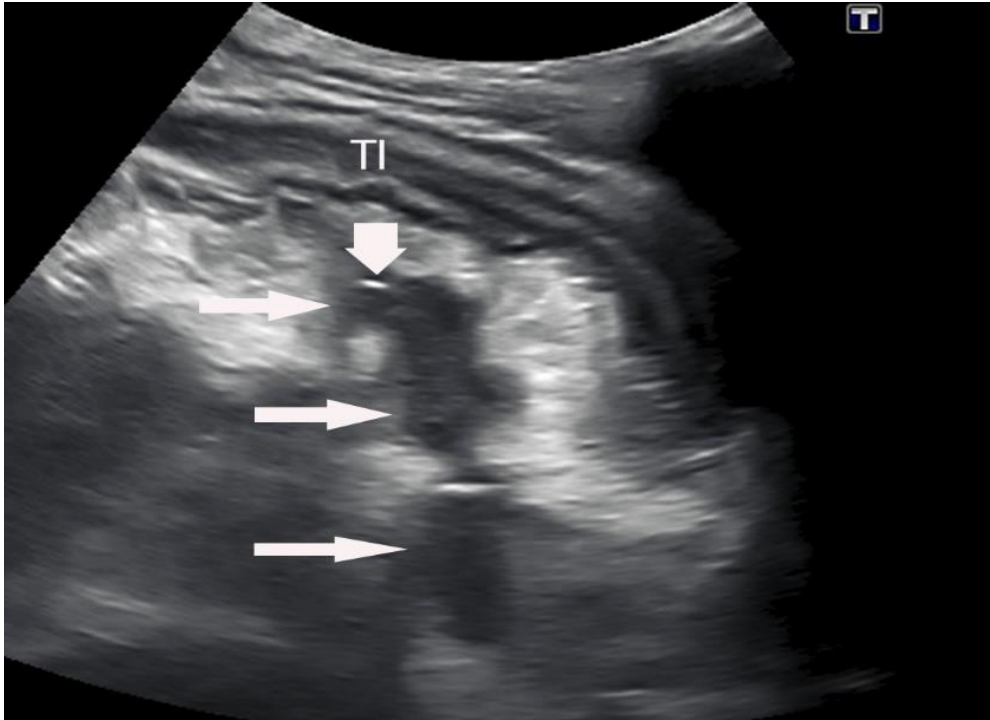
Varón de 27 años con enfermedad de Crohn. La ecografía longitudinal del cuadrante inferior derecho muestra un trayecto hipoecoico de extremo ciego (flechas) que se origina en el íleon terminal engrosado (TI; del inglés: *terminal ileum*) que representa una fisura que penetra en el mesenterio. Hay burbujas hiperecoicas de gas extraluminal en el tracto (punta de flecha).
